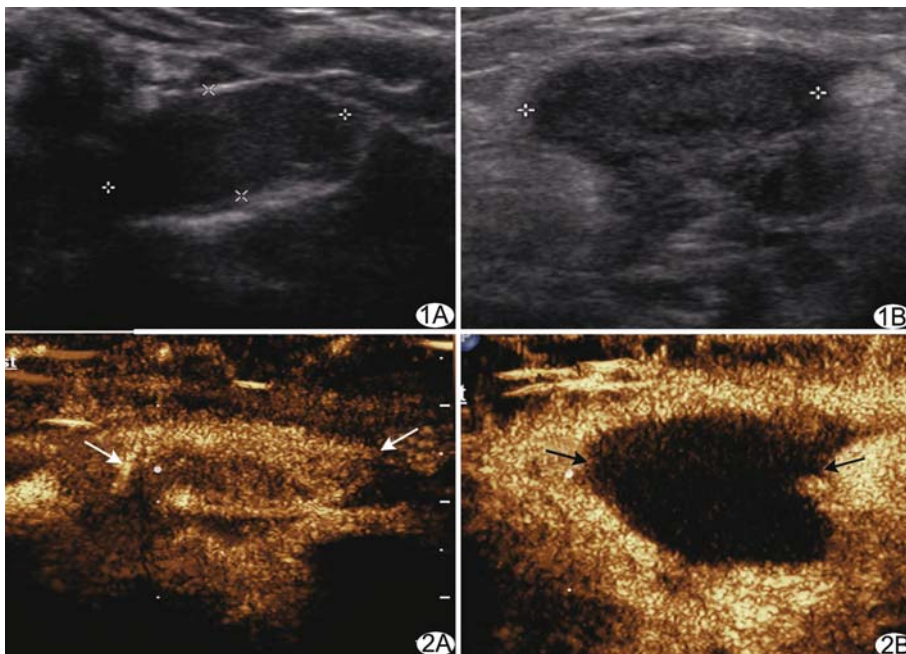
左侧睾丸扭转、坏死的二维超声声像图表现 A. 右侧腹股沟可见睾丸, 约 15 mm×7 mm×13 mm, 回声较均匀; B. 左侧腹股沟见睾丸约 15 mm×7 mm×12 mm, 回声欠均匀 图 2 左侧睾丸扭转、坏死的 CEUS 表现 右侧腹股沟区睾丸明显增强 (白箭, A), 左侧腹股沟区睾丸内部未见增强 (黑箭, B)
